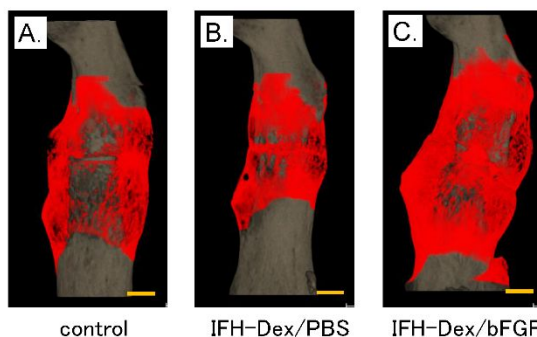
IFH-Dex/bFGF 投与後の μ CT 像
